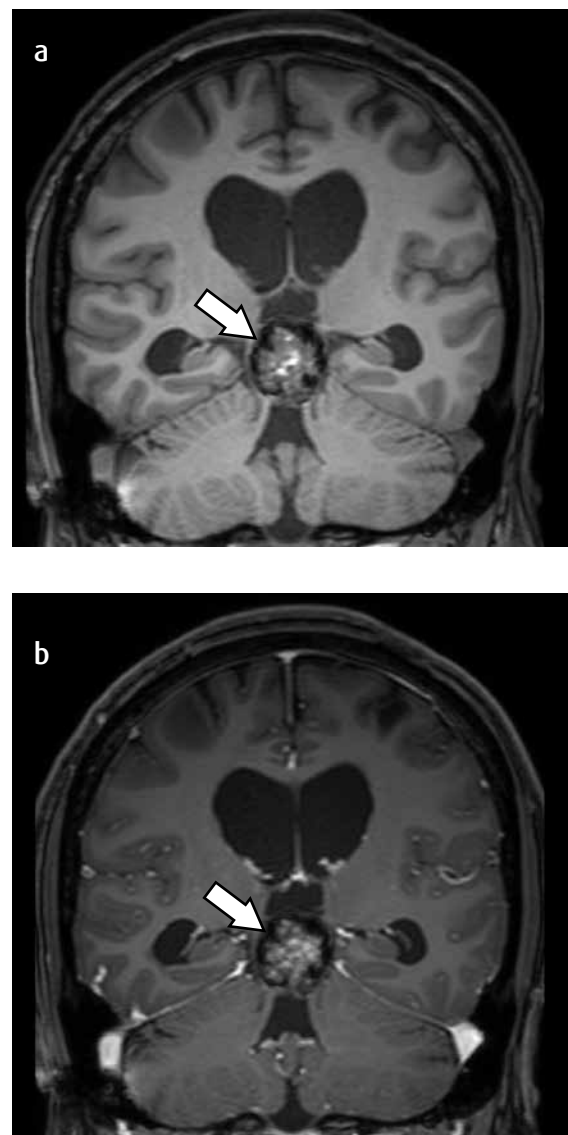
(a) RM con información en T1 simple y con gadolinio en el plano coronal. (b) MC localizada en la glándula pineal que tiene un leve realce tras la administración de gadolinio (flechas blancas). Hay una dilatación secundaria de los ventrículos laterales por compresión del acueducto cerebral.
